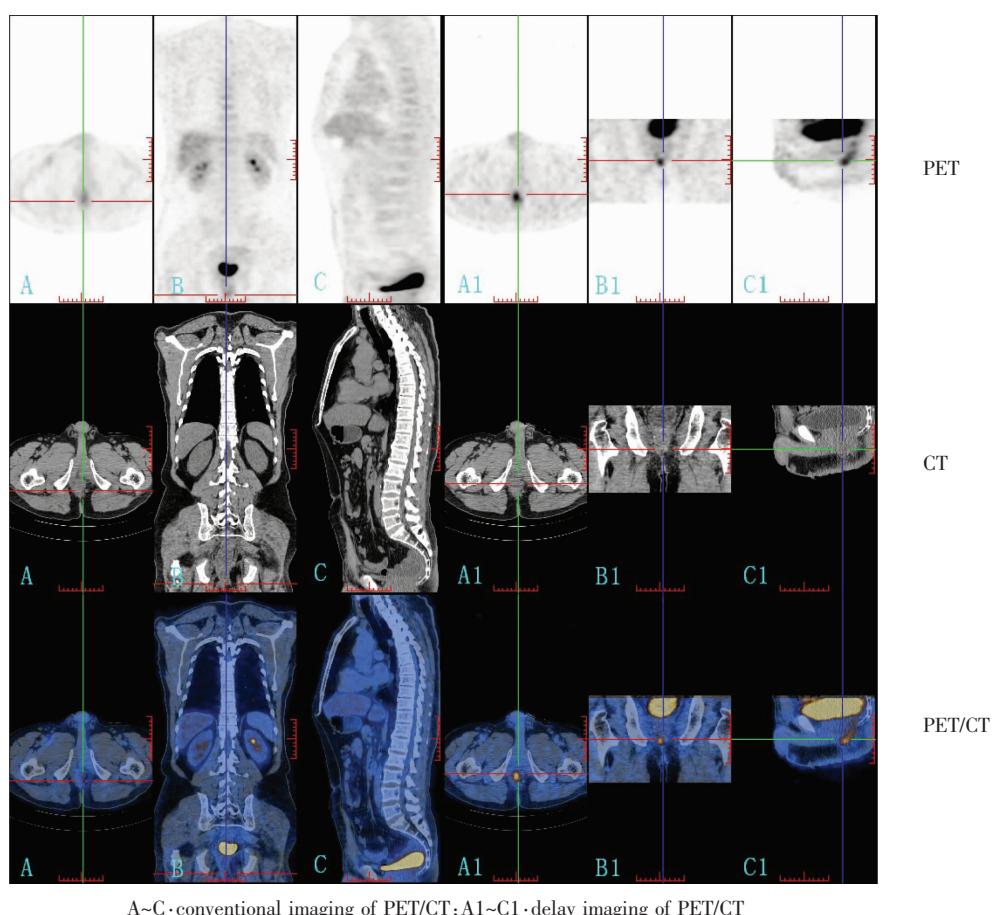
PET/CT of postoperative patient with rectal carcinoma
